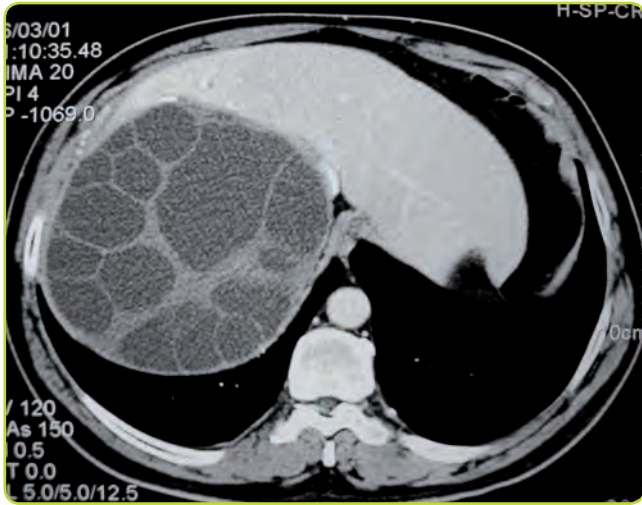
Característica imagen del quiste hidatídico, multiloculado con múltiples quistes delimitados por septos internos. TC.
